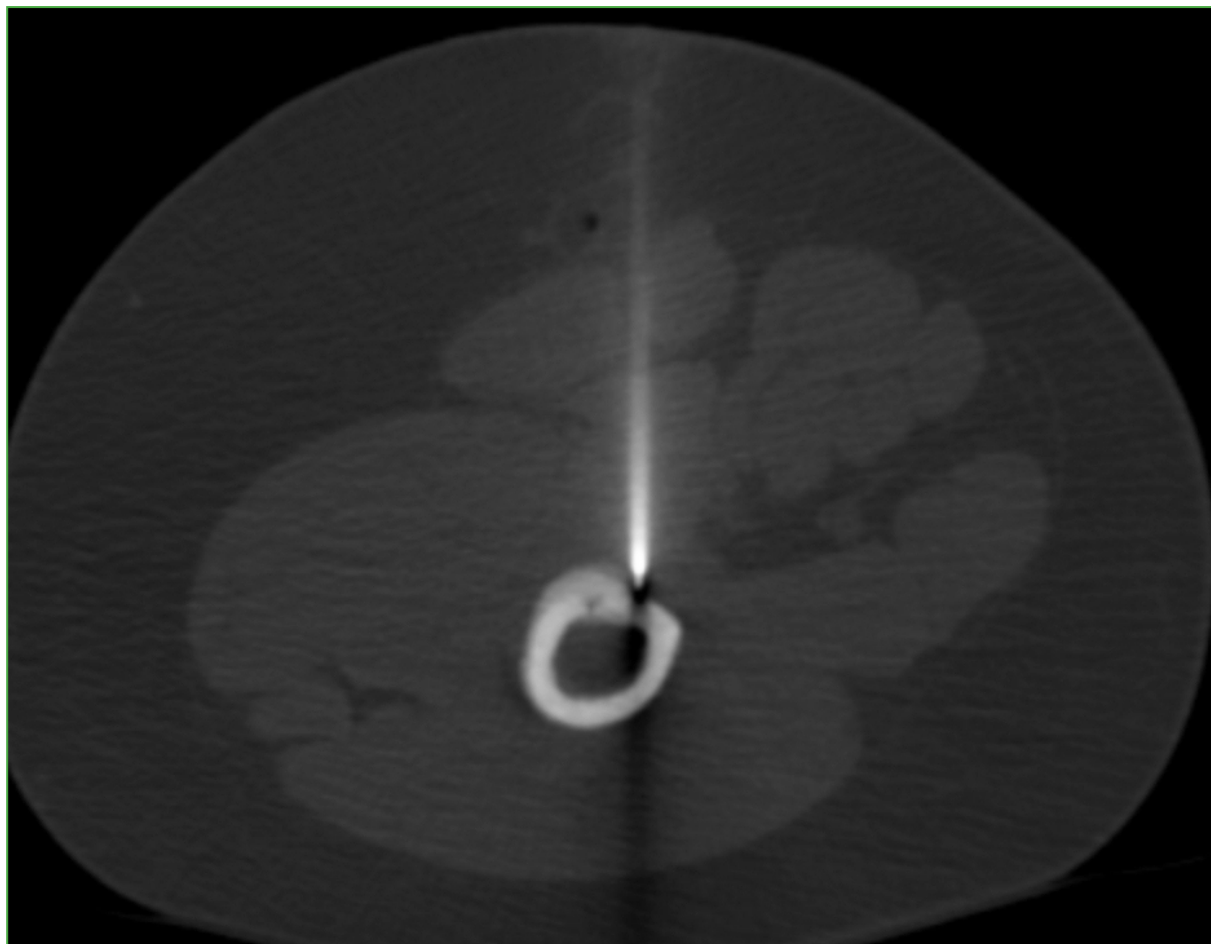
Tomografía computarizada de fémur izquierdo, corte axial. Se observa el sitio de la toma de la biopsia ósea en la zona de engrosamiento cortical.
